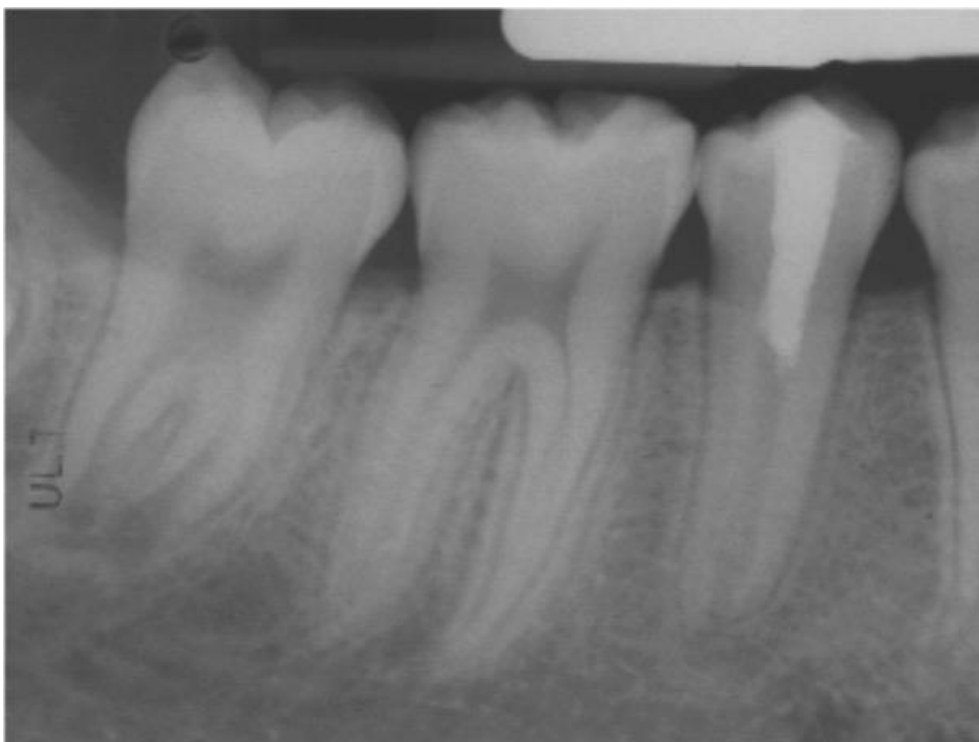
Radiografia de 18 meses, mostrando a continuidade do desenvolvimento radicular (Banchs & Trope, 2004).
